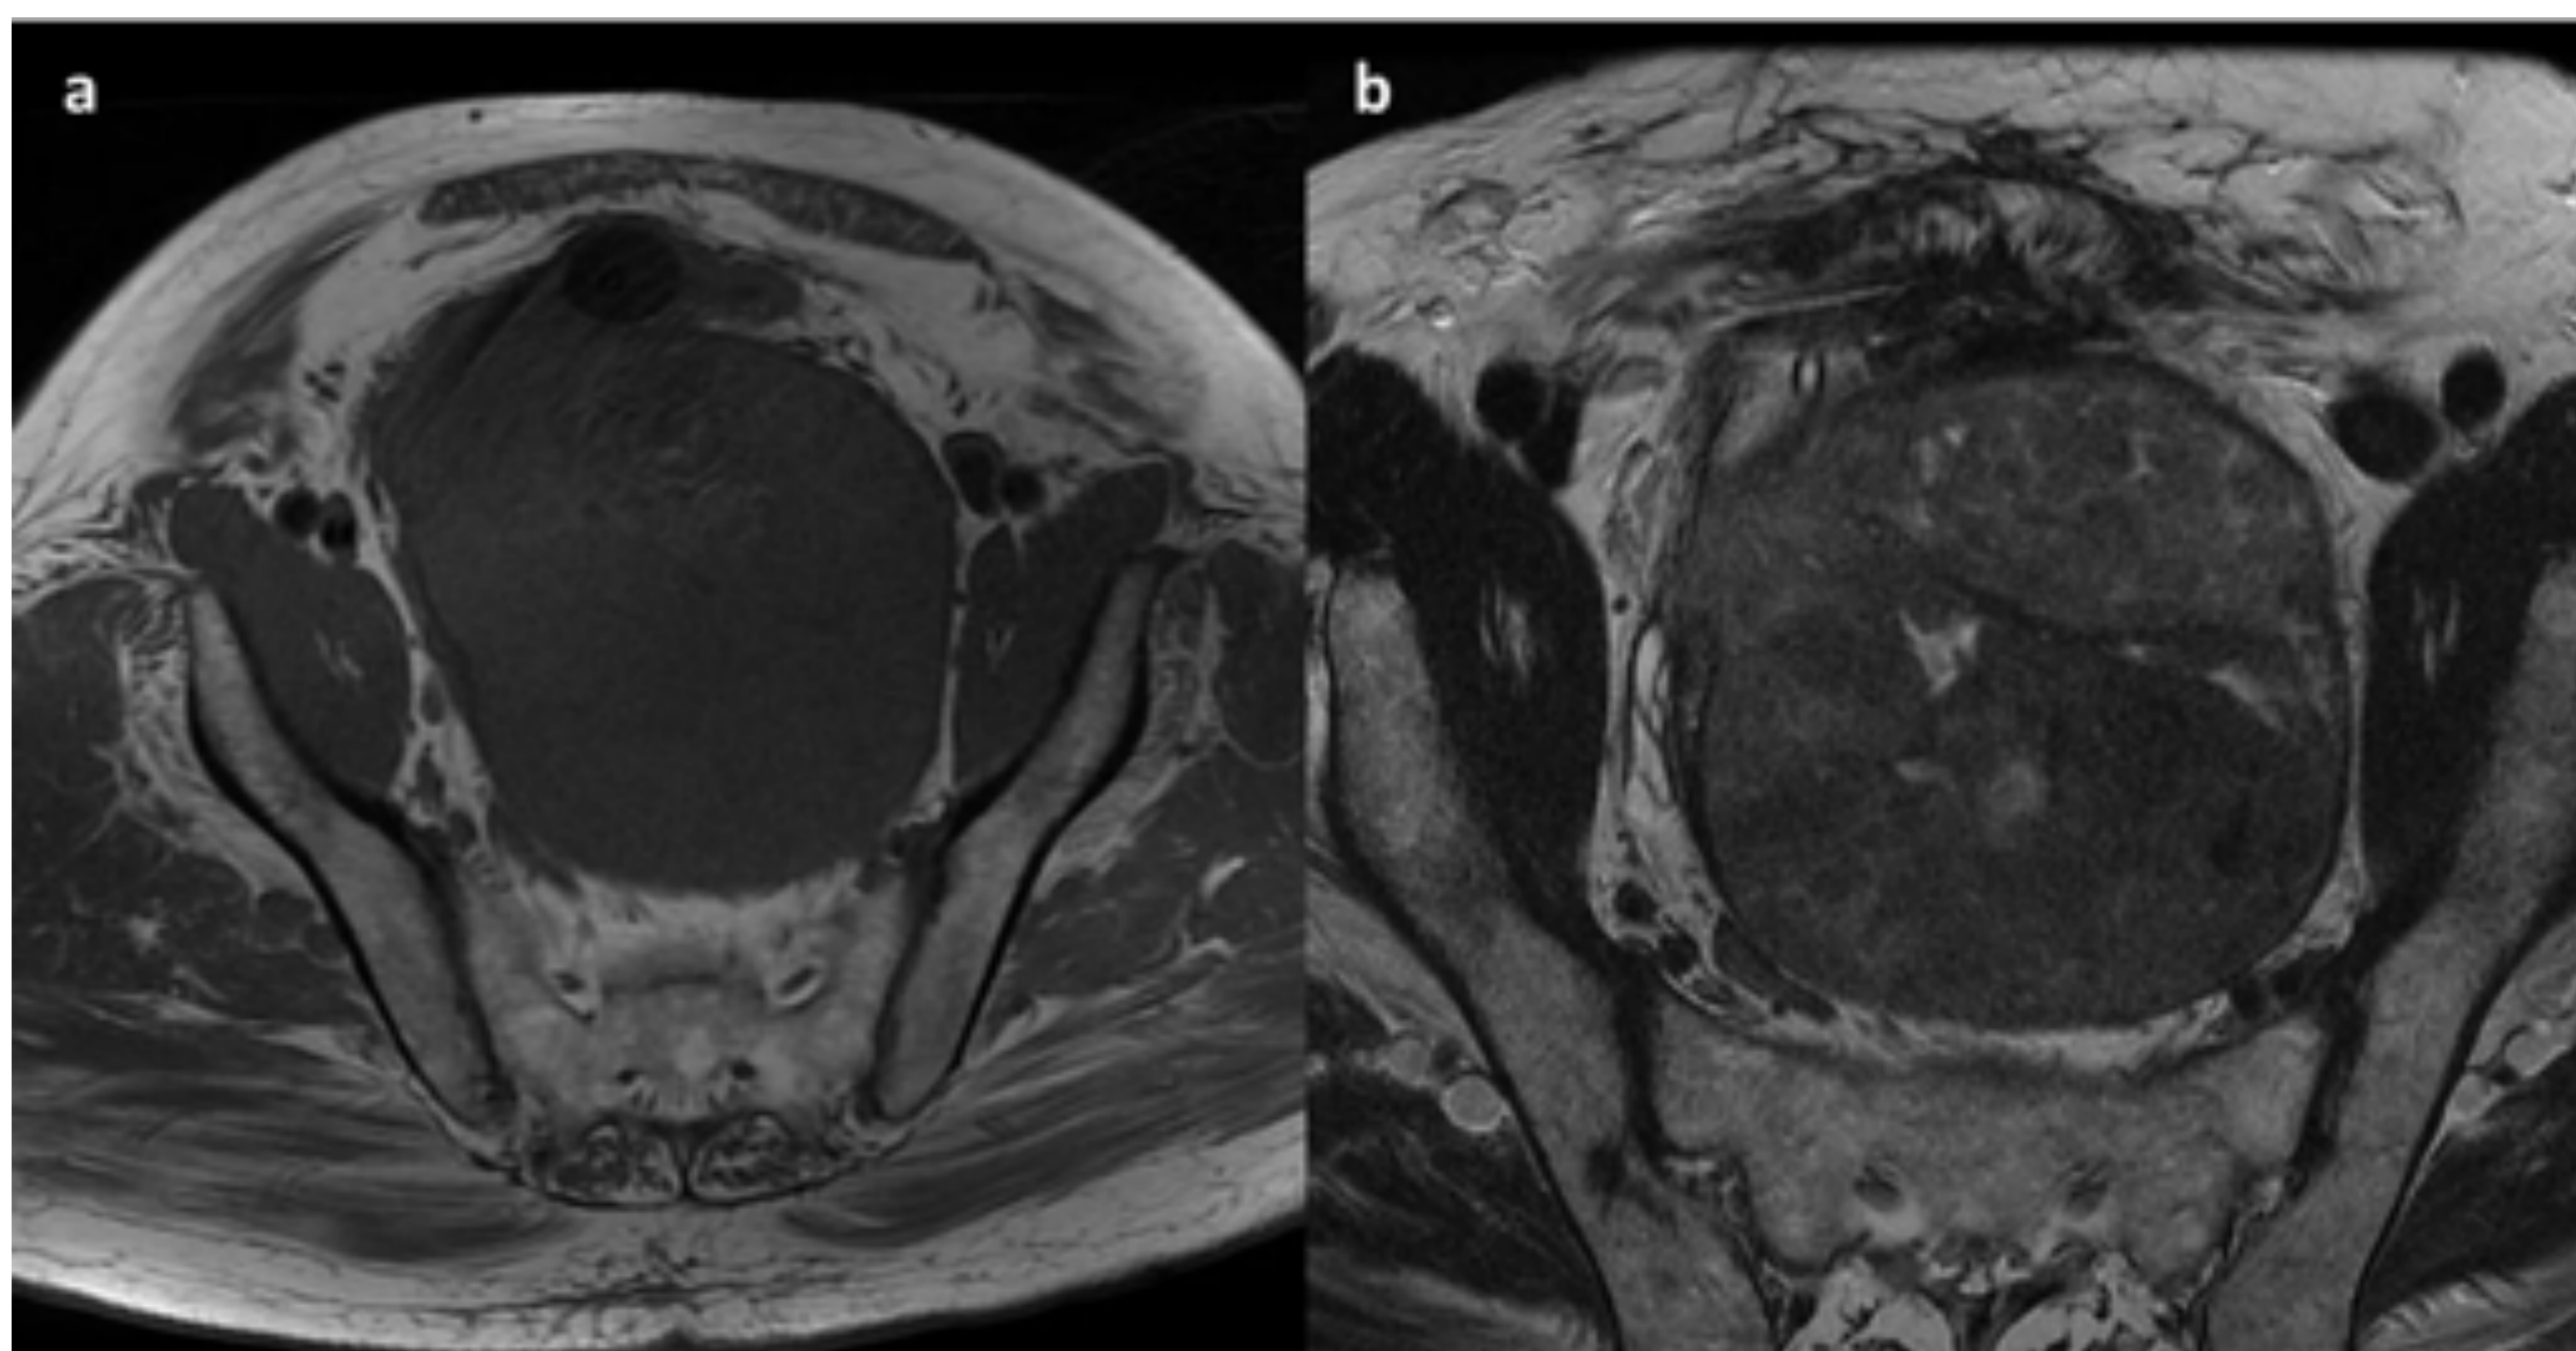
Tumor fibroso solitario. Imágenes de resonancia potenciadas en T1 (a) y T2 (b). (a) Se observa masa bien delimitada con señal homogénea intermedia, isodensa con el músculo. (b) En T2 la masa muestra señal heterogénea, predominantemente intermedia o baja con alguna zona hiperintensa (degeneración quística/mixoide).
